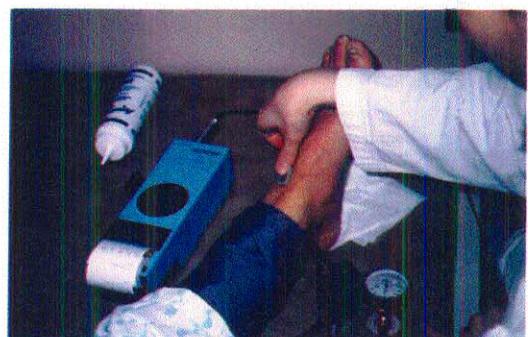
Measurement of ankle systolic pressure by portable doppler machine.
